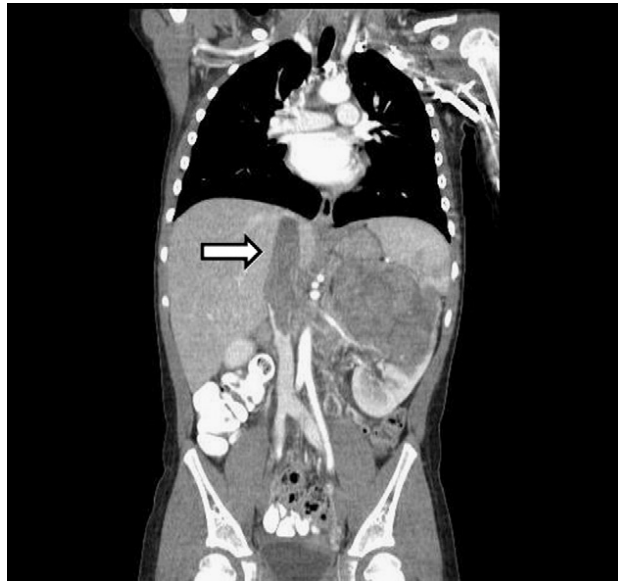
TDM montrant une masse rénale gauche mesurant 10,4 × 8,9 × 6,7 cm avec extension dans la veine cave rétro-hépatique. [58]
